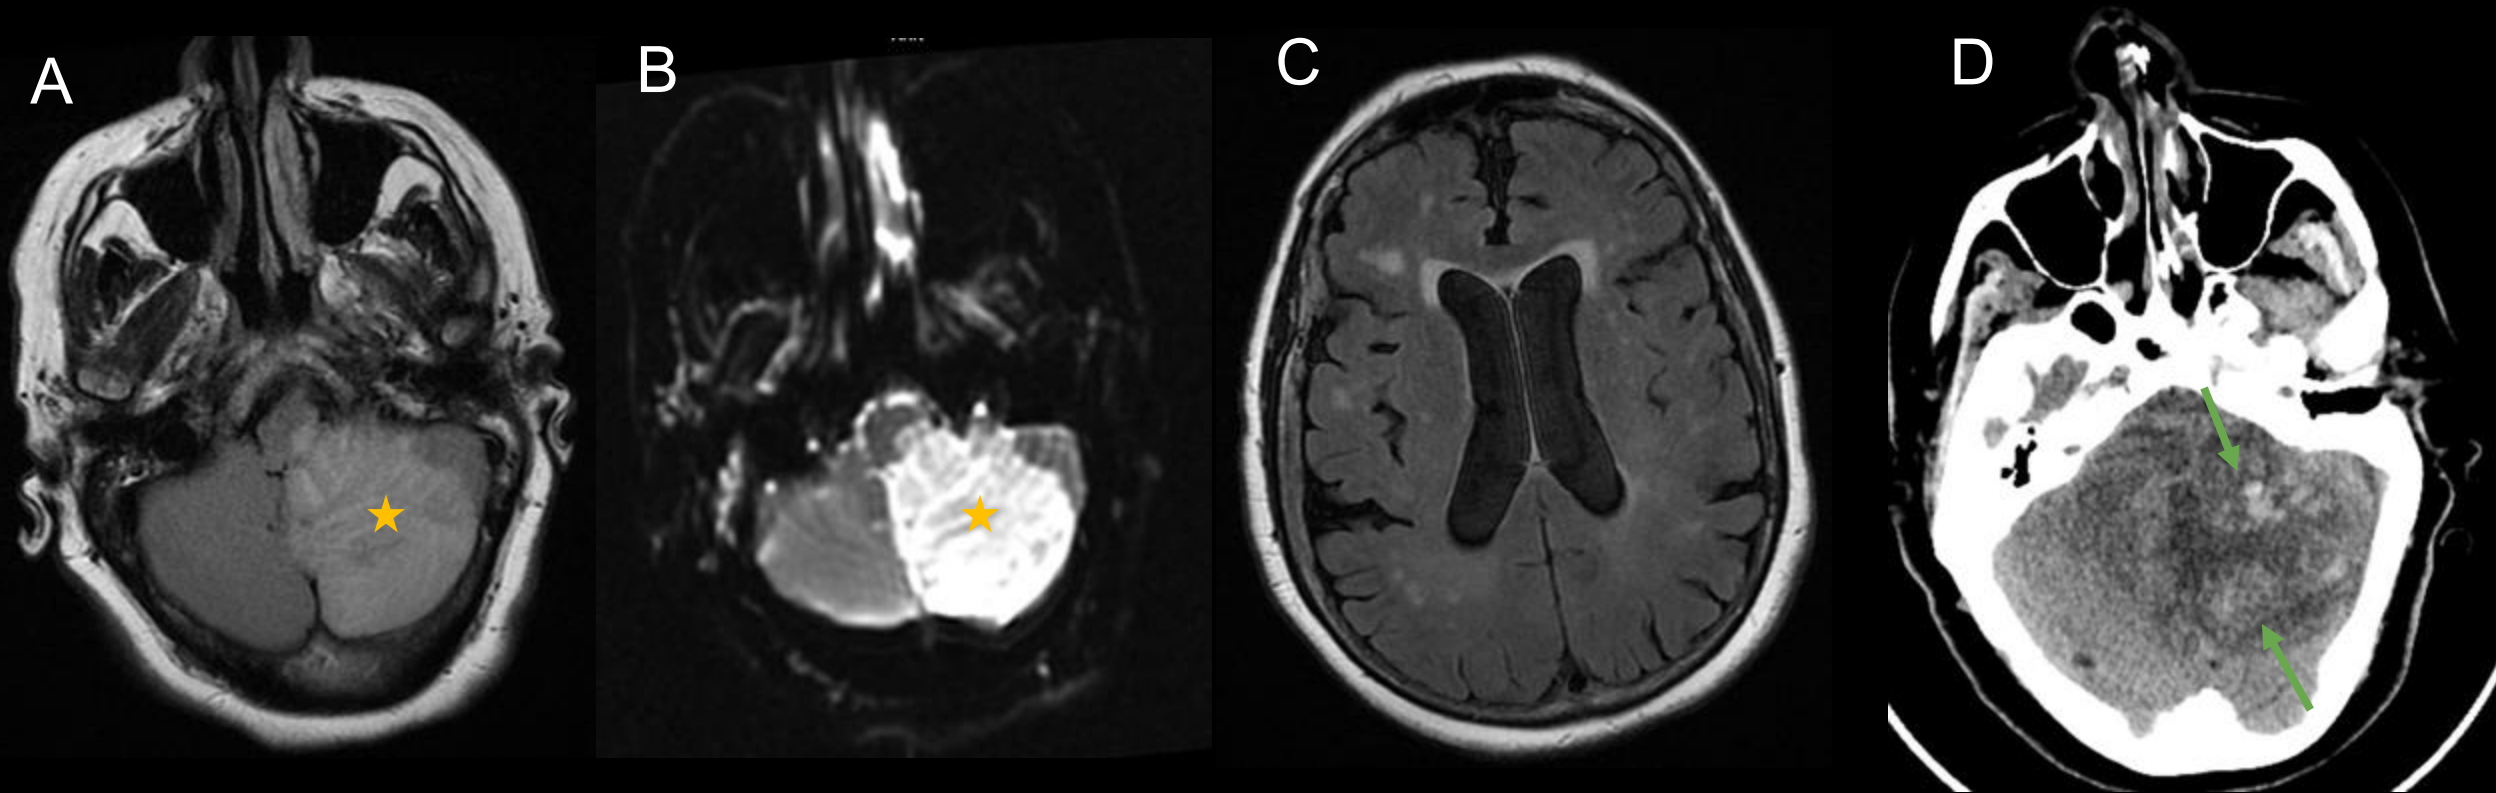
Paciente con hidrocefalia debida a un infarto cerebeloso. A) y B) RM simple en secuencias T2FLAIR y difusión respectivamente donde se muestra una lesión hiperintensa en FLAIR con restricción a la difusión compatible con un infarto isquémico agudo. C) Imagen de la secuencia T2FLAIR a la altura de los ventrículos laterales que muestra una leve hidrocefalia. D) TC simple realizado varios días después donde se observan focos hiperintensos compatibles con transformación hemorrágica (flechas verdes).
